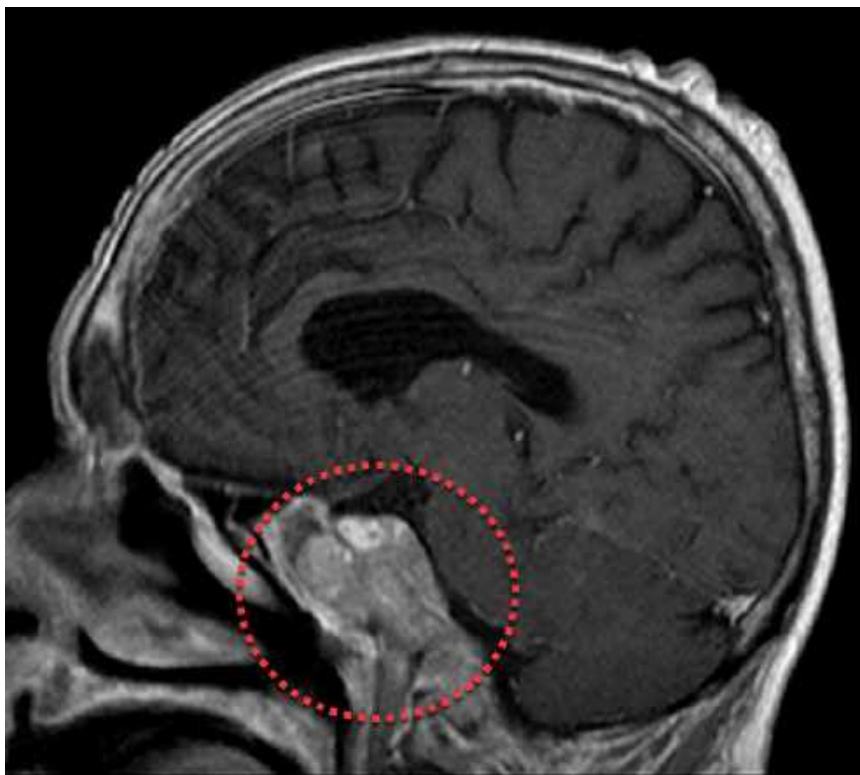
Сагітальна площина: мангнітно-резонансна томографія (МРТ) та - демонструє руйнування кістки метастазом в гіпофіз ТС та верхньої третини схилу основної кістки
